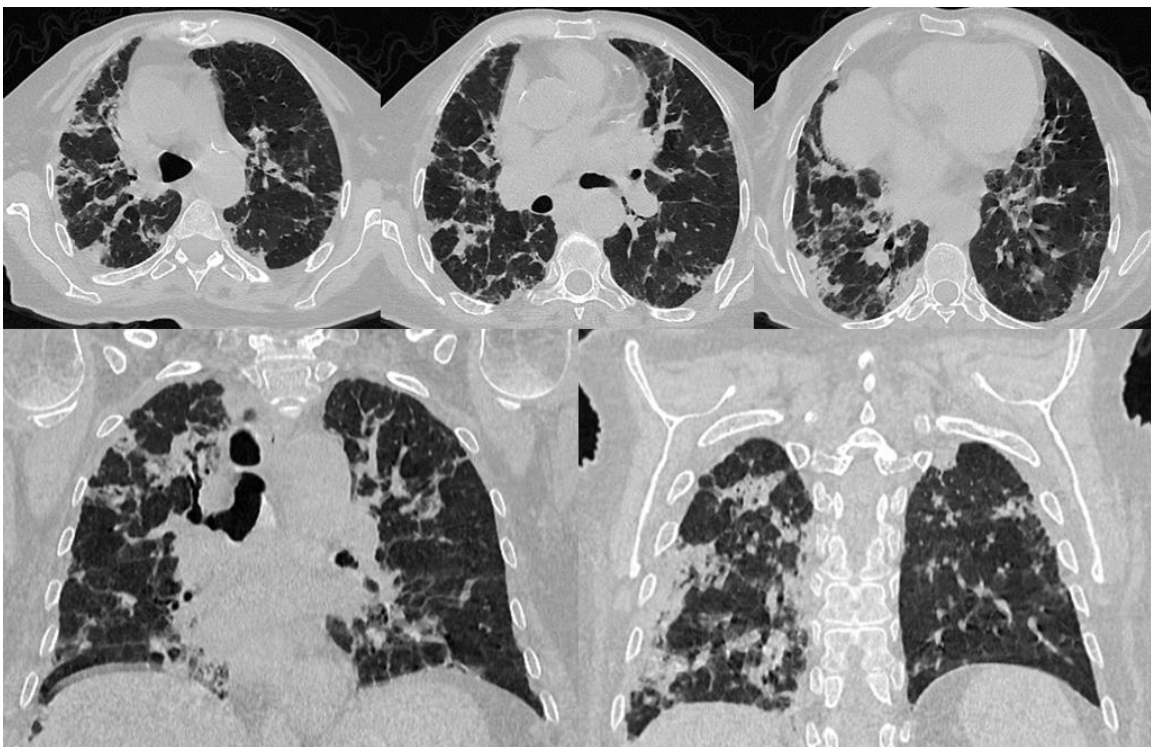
Images scanographiques d'une TDM thoracique sans contraste de la patiente 11 en vue axiale et coronale montrant une atteinte bilatérale à prédominance sous-pleurale et postérieure faite de quelques foyers de verre dépoli associés à des réticulations périlobulaires et intralobulaires.
